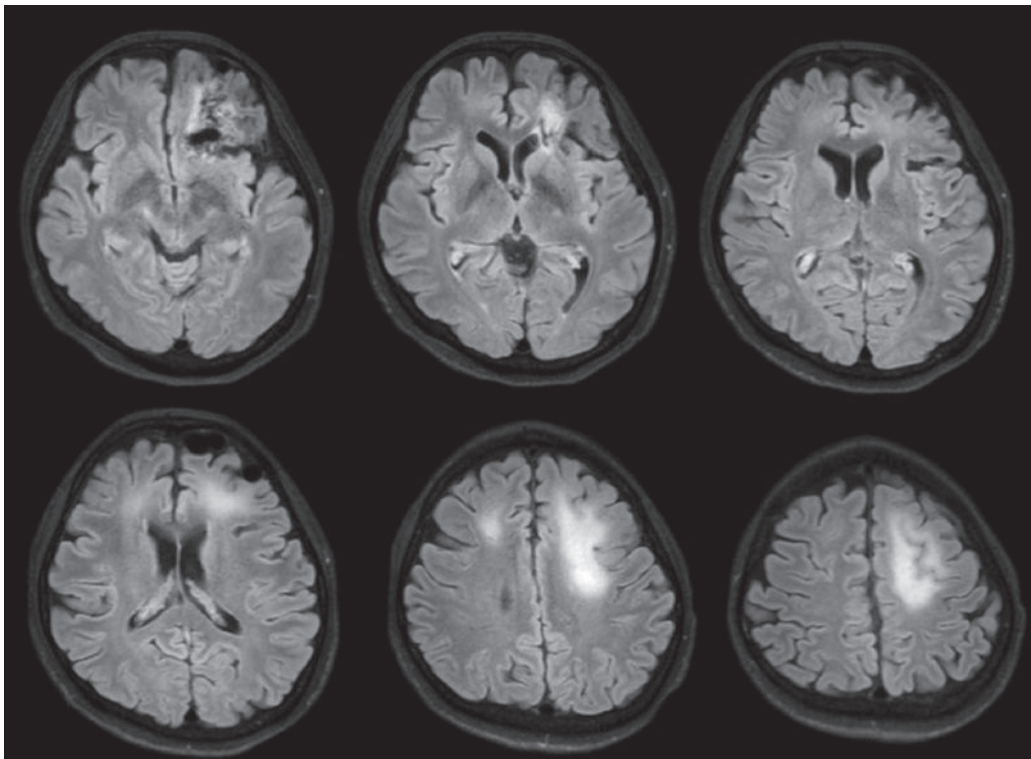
Magnetic resonance imaging (FLAIR) nine days after percutaneous transluminal angioplasty (PTA) showed that the edema remained but was slightly improved.
